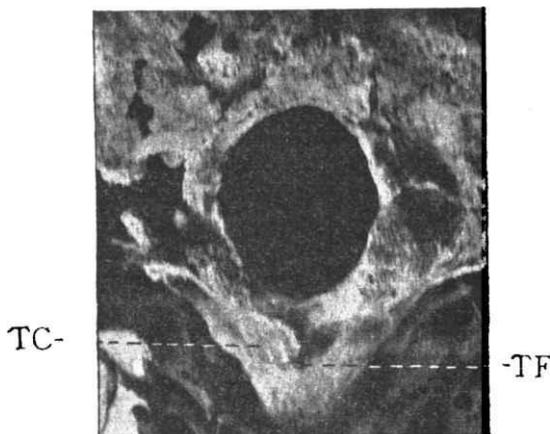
Presenza di un terzo condilo (TC) articolare che si unisce in avanti al tubercolo faringeo (TF).
